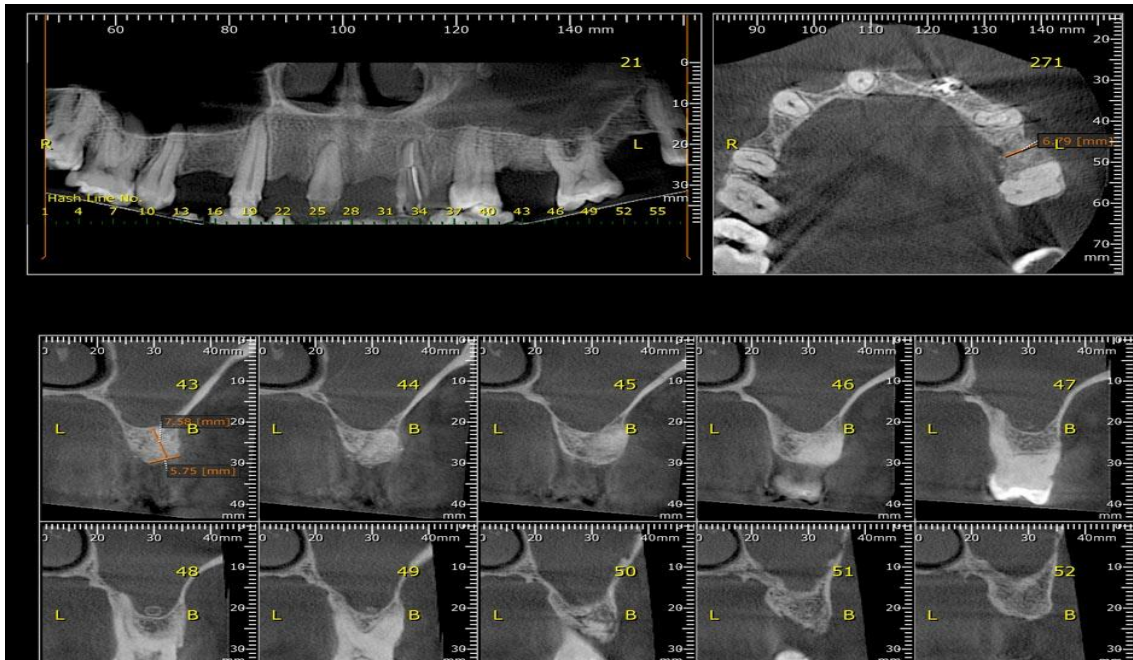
Tomografia Computorizada de Feixe Cônico
